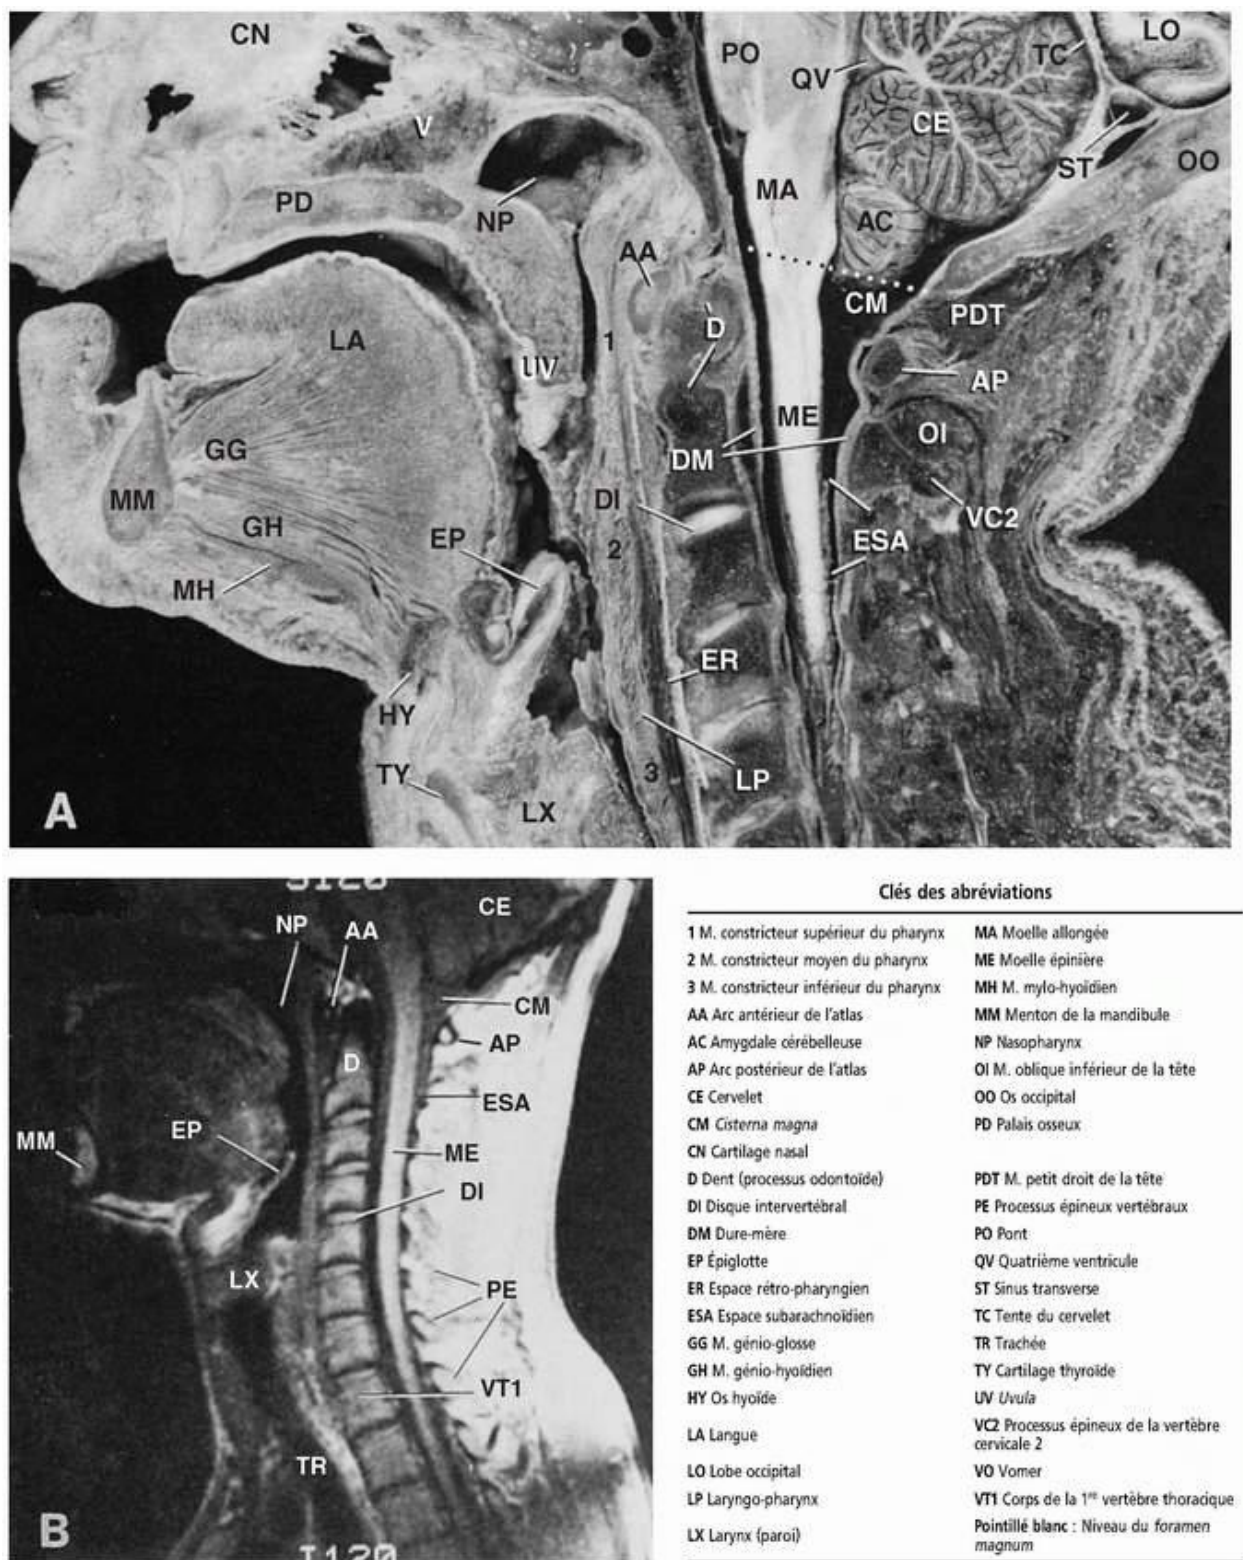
(A) Section sagittale médiane d'un cadavre et (B) : image correspondante en résonance magnétique (IRM). Soyez capable d'identifier les différentes structures présentées. Notez en particulier la localisation des arcs antérieur et postérieur de l'atlas (C1). Notez la relation de la dent de l'axis (C2) avec l'arc antérieur de l'atlas (C1) et avec la moelle épinière postérieurement. Reproduction autorisée de Barrett, CP ; Poliakoff, SJ ; Holder, LE *et al.* *Primer of Sectional Anatomy with MRI and CT Correlation*, 2^e édition. Baltimore : William & Wilkins ; 1994.
